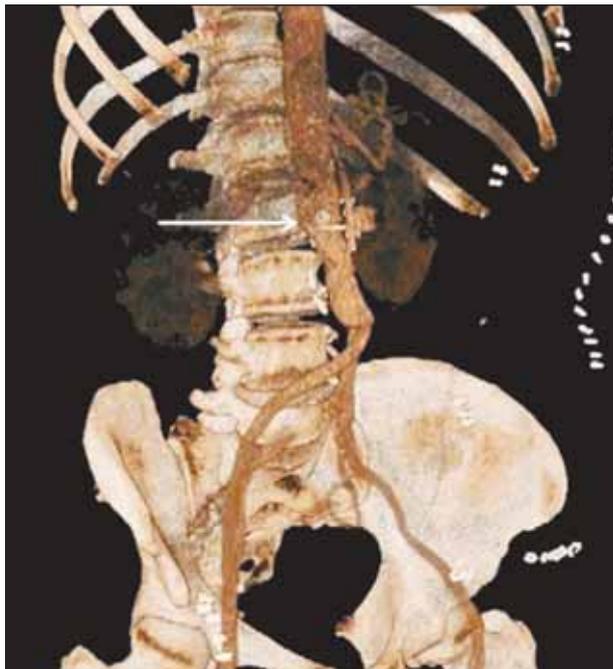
Данные КТ-сканирования после эндоскулярного протезирования брюшной аорты
